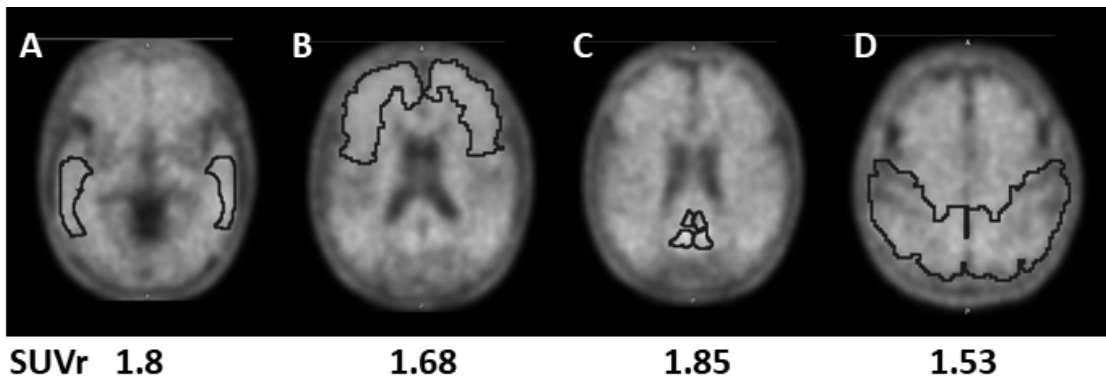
SUVr of the lateral temporal lobes in positive patient, (A) Frontal lobes, (B) Posterior cingulate and Precuneus, (C) Parietal lobes, (D)
